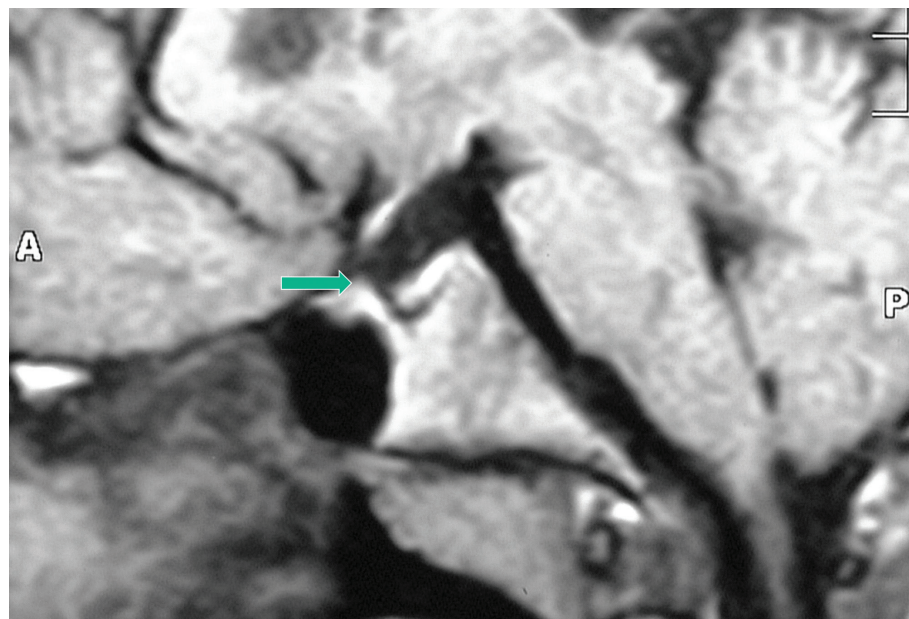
La RM dell'encefalo dopo mezzo di contrasto dimostra l'assenza del peduncolo ipofisario; la freccia indica dove si sarebbe dovuto vedere il peduncolo.
